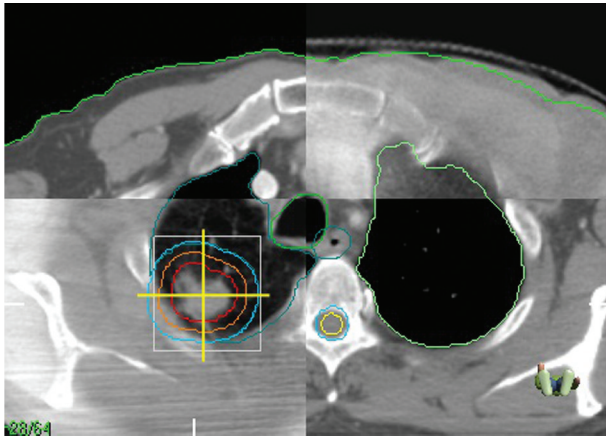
肺癌患者 CBCT 图像与计划 CT 图像匹配示例
